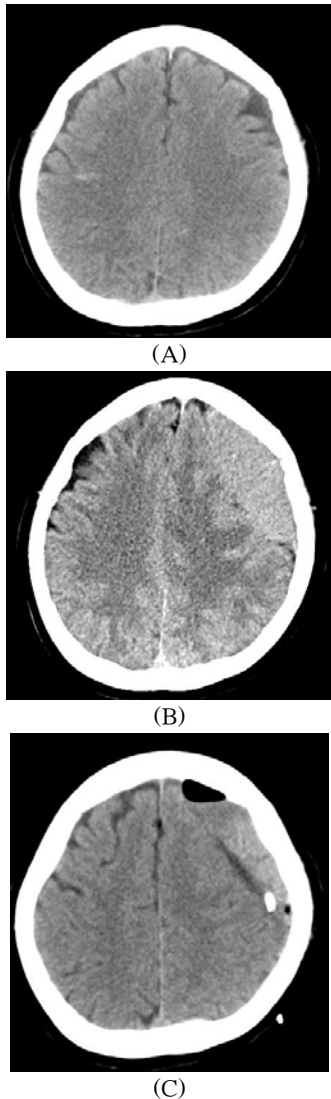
Case 3. (A) Initial Brain CT on the day after trauma showed a slight subarachnoid hemorrhage with no mass effect. (B) Brain CT on the 41th day after trauma revealed a chronic subdural hematoma with a midline shift. (C) Brain CT on the third day after operation revealed a recurrent subdural hematoma with a slight mass effect.
